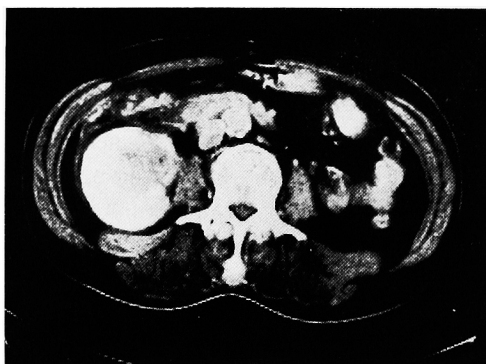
CT scan: 右腎に low density area を伴う腫瘍像を認める.
